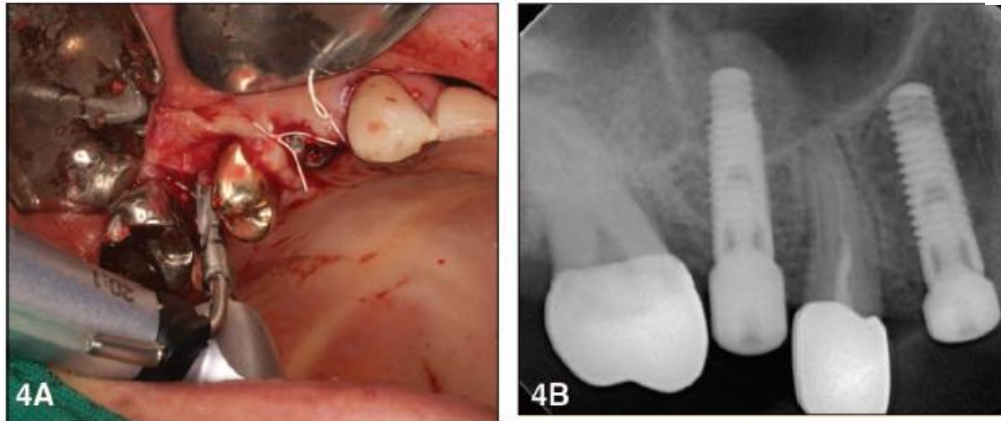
4A) Sistema de fresado del implante: 4B) Radiografía clínica.
